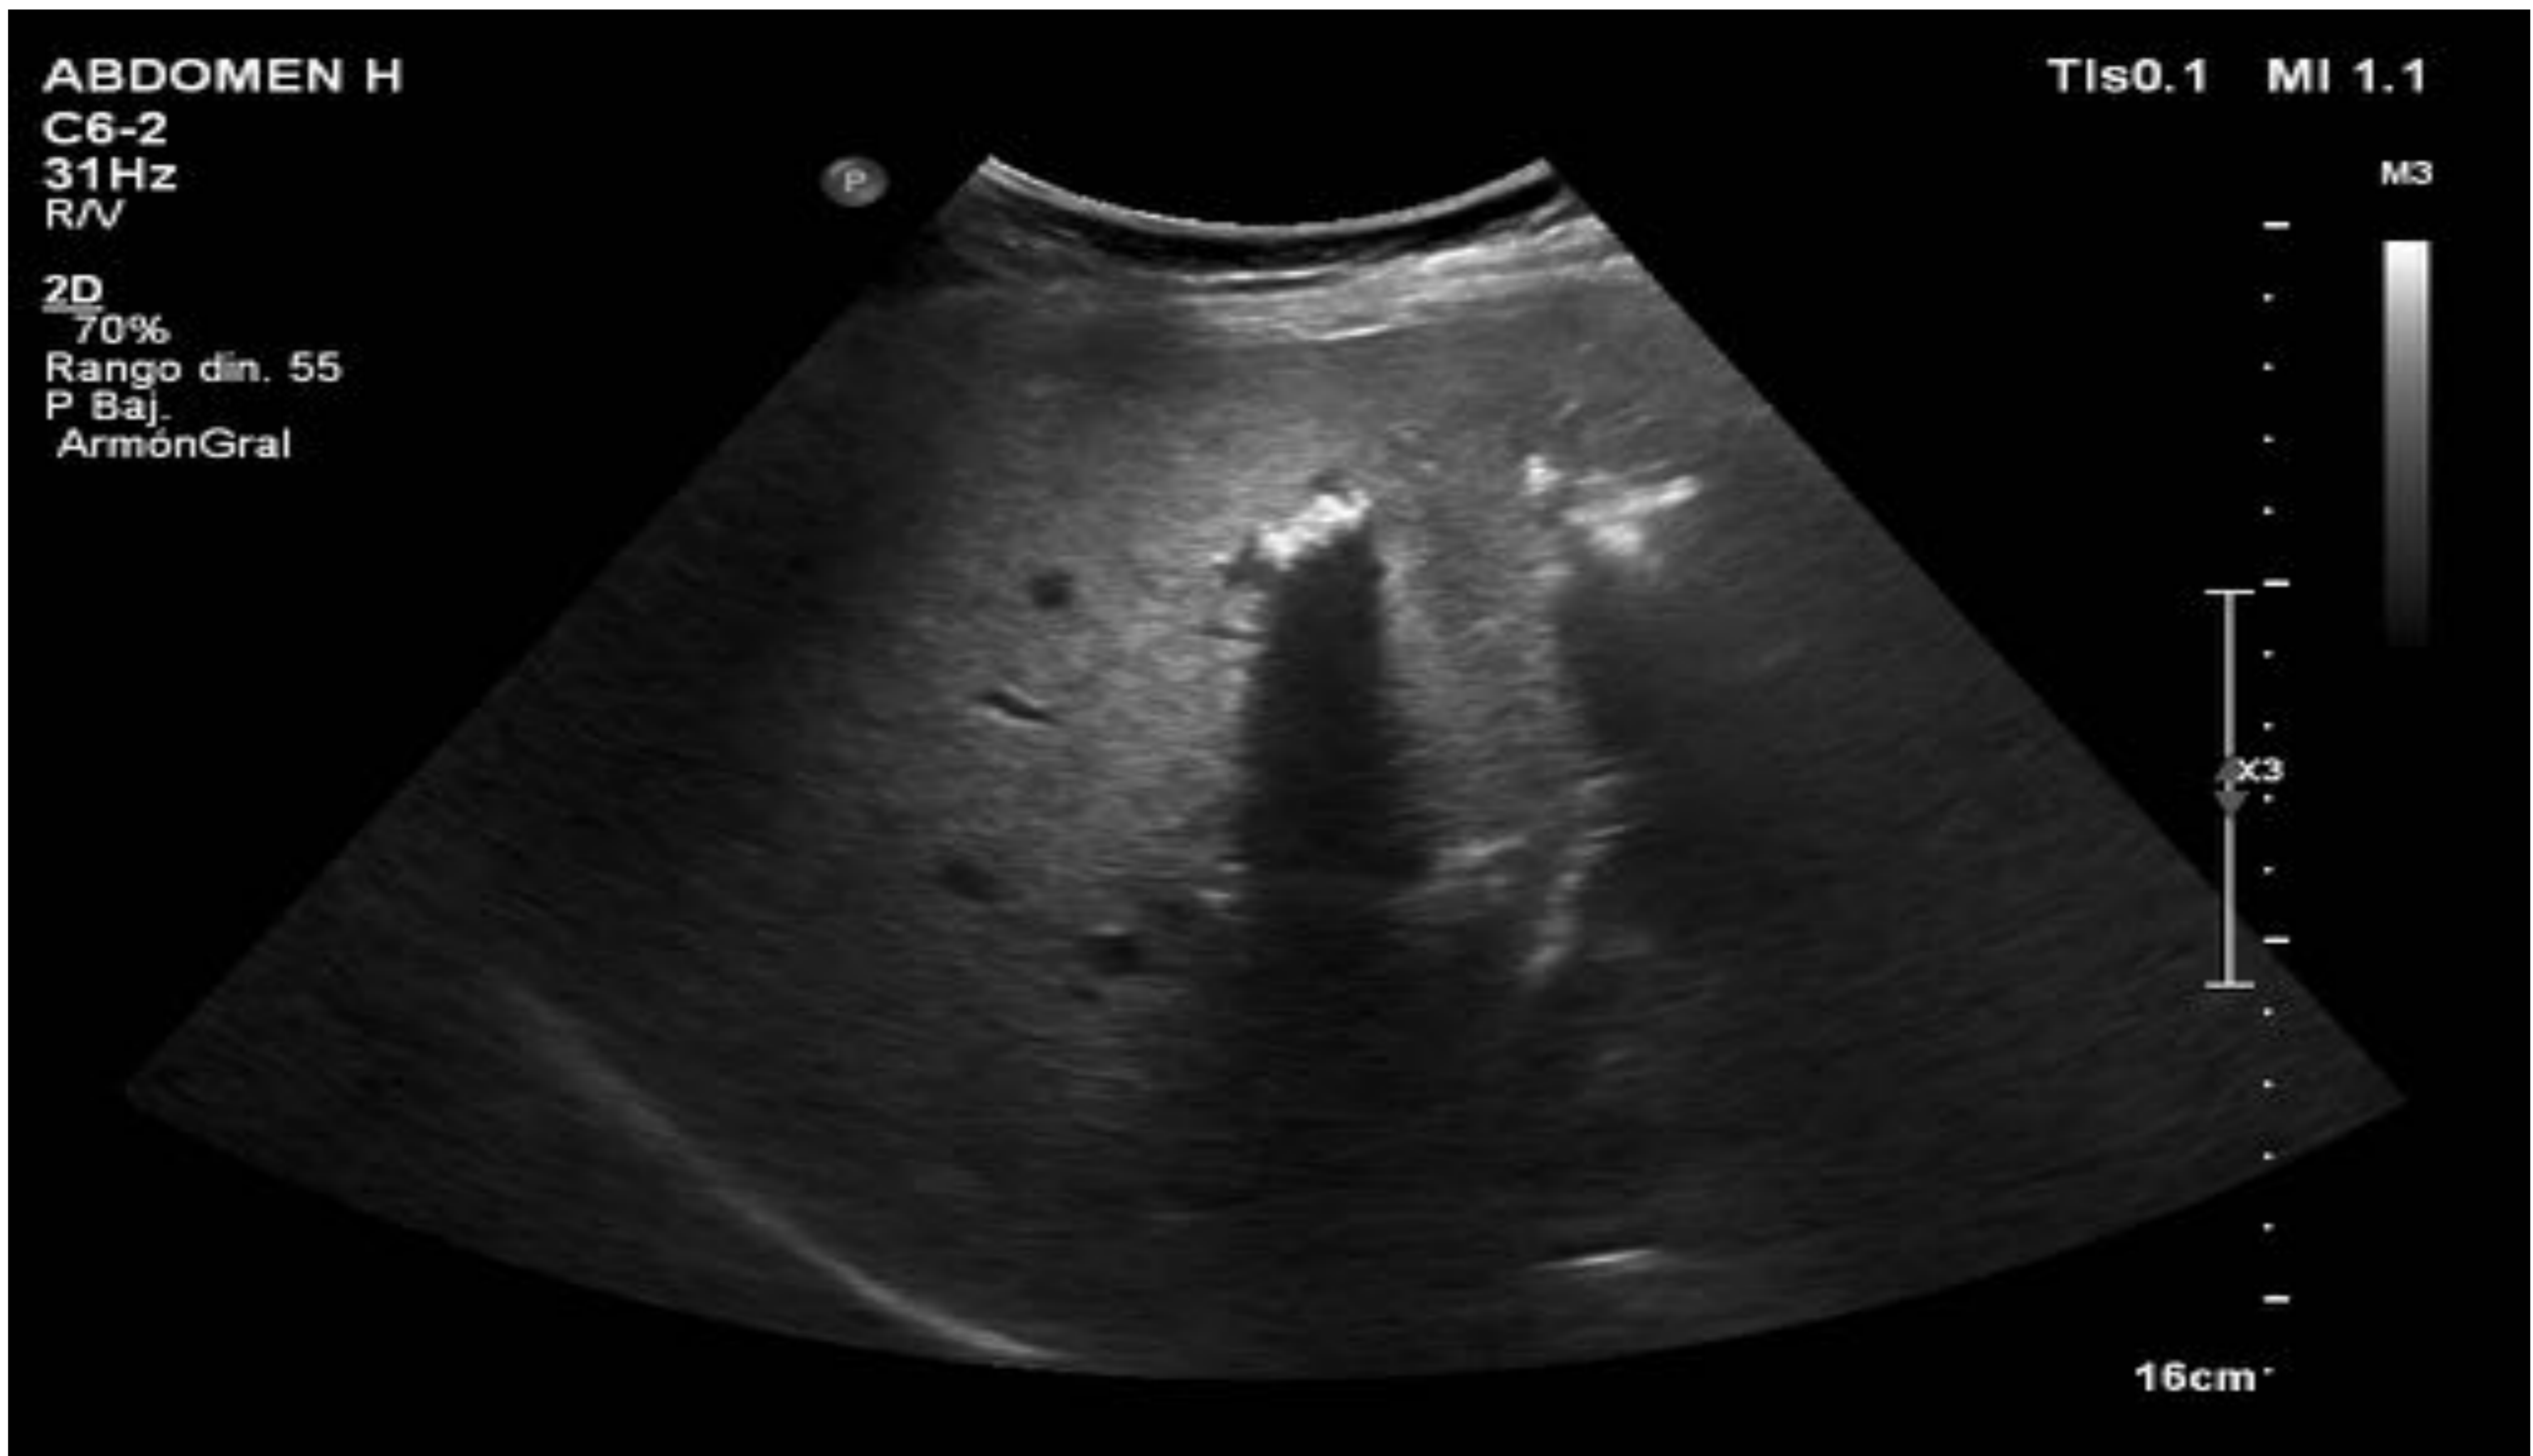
y 7. Imágenes de una ecografía abdominal de la misma paciente en las que se observa la presencia de litiasis intrahepáticas apreciándose la sombra acústica posterior.
